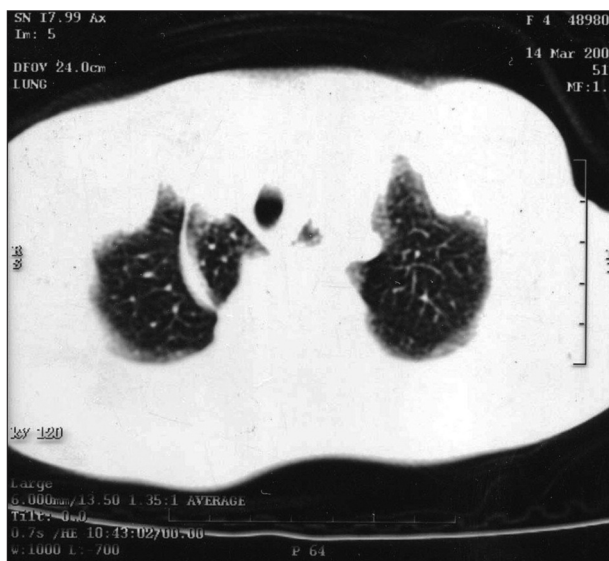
Computerized tomography shows azygos lobe and azygos vein passing through the lung
